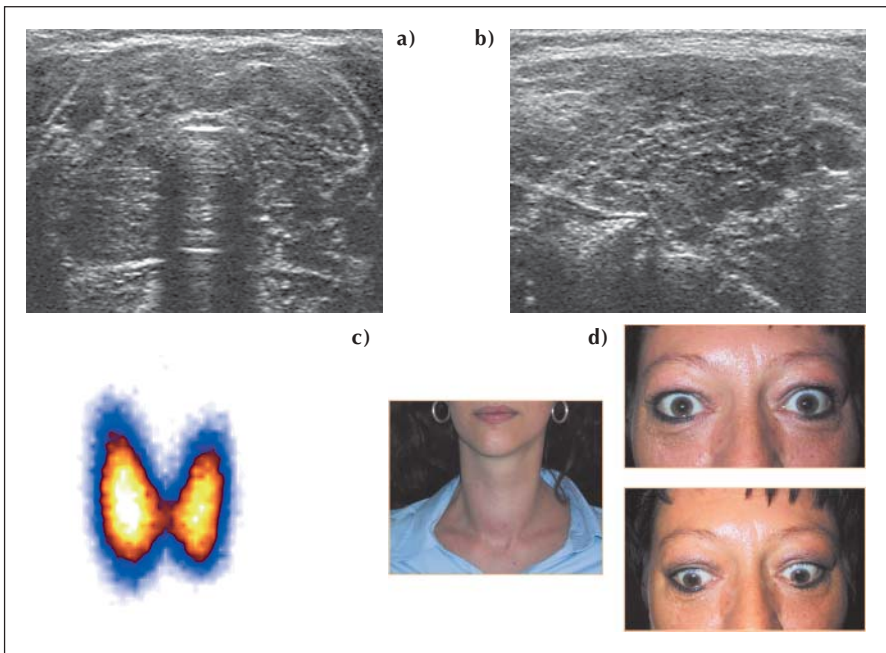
Befunde bei Morbus Basedow: Sonographie (a: Querschnitt, b: Längsschnitt): Echo-armes Grundmuster, in einer vergrößerten, geschwollenen Schilddrüse. c: Szintigraphie: Homogen gesteigerte Anreicherung in einer vergrößerten Schilddrüse. Relativ dazu keine Hintergrunddarstellung. d: Die Patientin zeigt eine Struma und eine endokrine Orbitopathie mit Lidschwellung und -rektion, sichtbarer Sklera zwischen Iris und Oberlid sowie Zurückbleiben der Oberlider beim Blick nach unten.
